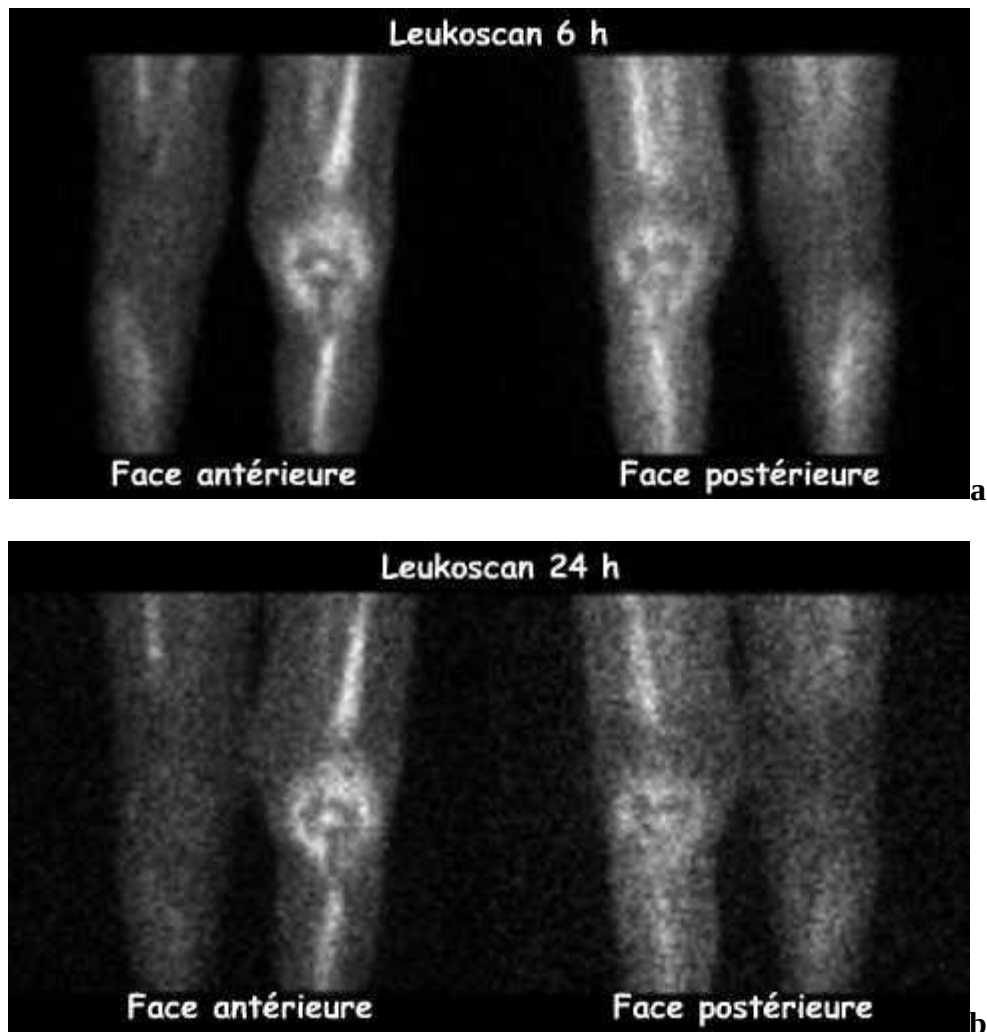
a, b : Prothèse totale du genou gauche infectée, La scintigraphie aux anticorps antigranulocytes marqués au ^{99m}Tc (Leukoscan®) montre :
